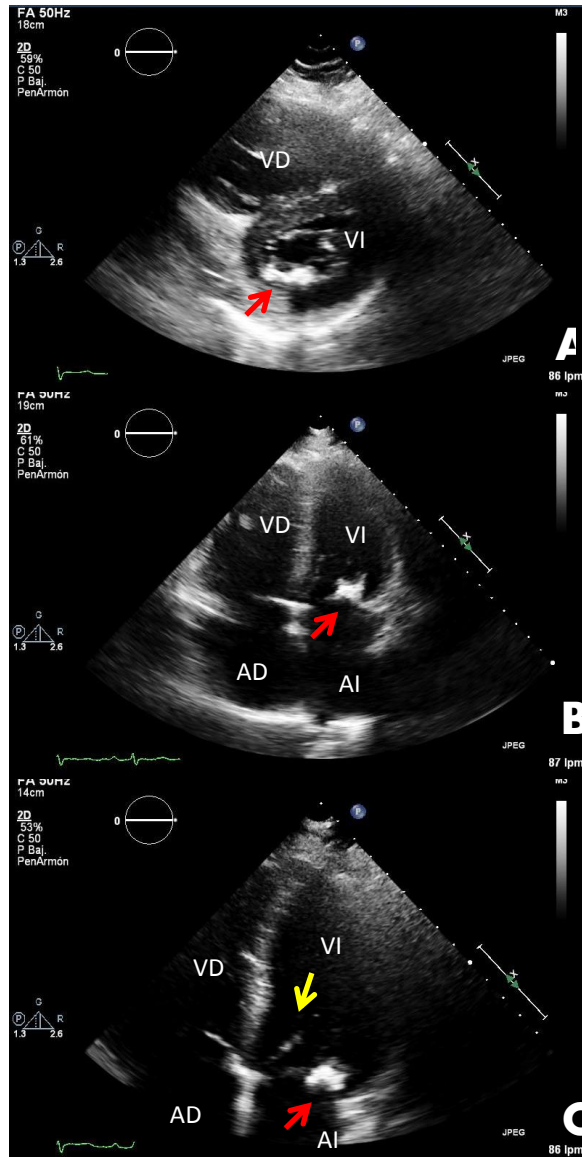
Paciente femenino de 55 años con diagnóstico de AR de 22 años de evolución. DAS28 PCR 1.42 puntos. A. Vista paraesternal eje corto a nivel de la válvula mitral. La flecha señala la presencia de calcio a nivel del anillo y valva posterior de la válvula mitral. B y C. Vista apical 4 cámaras. Se observa la valva mi posterior con calcificación de 6 mm de diámetro (B). Observe que la valva anterior tiene adecuada apertura (C, flecha amarilla) y la valva posterior tiene limitación al movimiento (C, flecha roja). AI: aurícula izquierda. AD: aurícula derecha. VI: ventrículo izquierdo. VD: ventrículo derecho.
